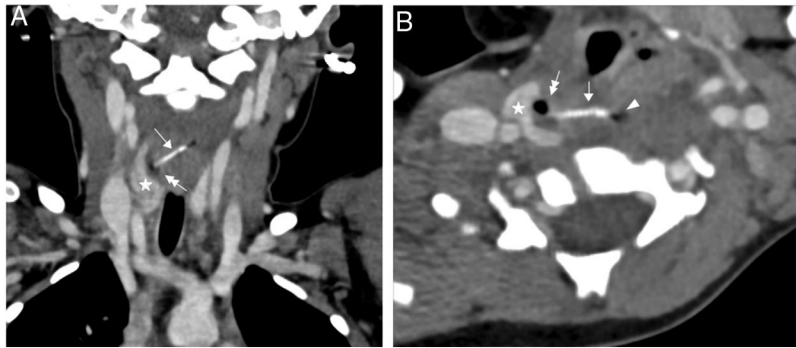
Imagen de la TC cervical con contraste intravenoso en reconstrucción coronal (A) y axial (B) donde se identifica un cuerpo extraño hiperdenso lineal que se dirige desde el esófago al tiroides, identificando un absceso con una burbuja de aire atípico en su interior, adyacente al lóbulo tiroideo derecho. Flecha simple: espina de pescado. Estrella: lóbulo tiroideo derecho. Flecha doble: absceso tiroideo con burbuja de aire atípico.
